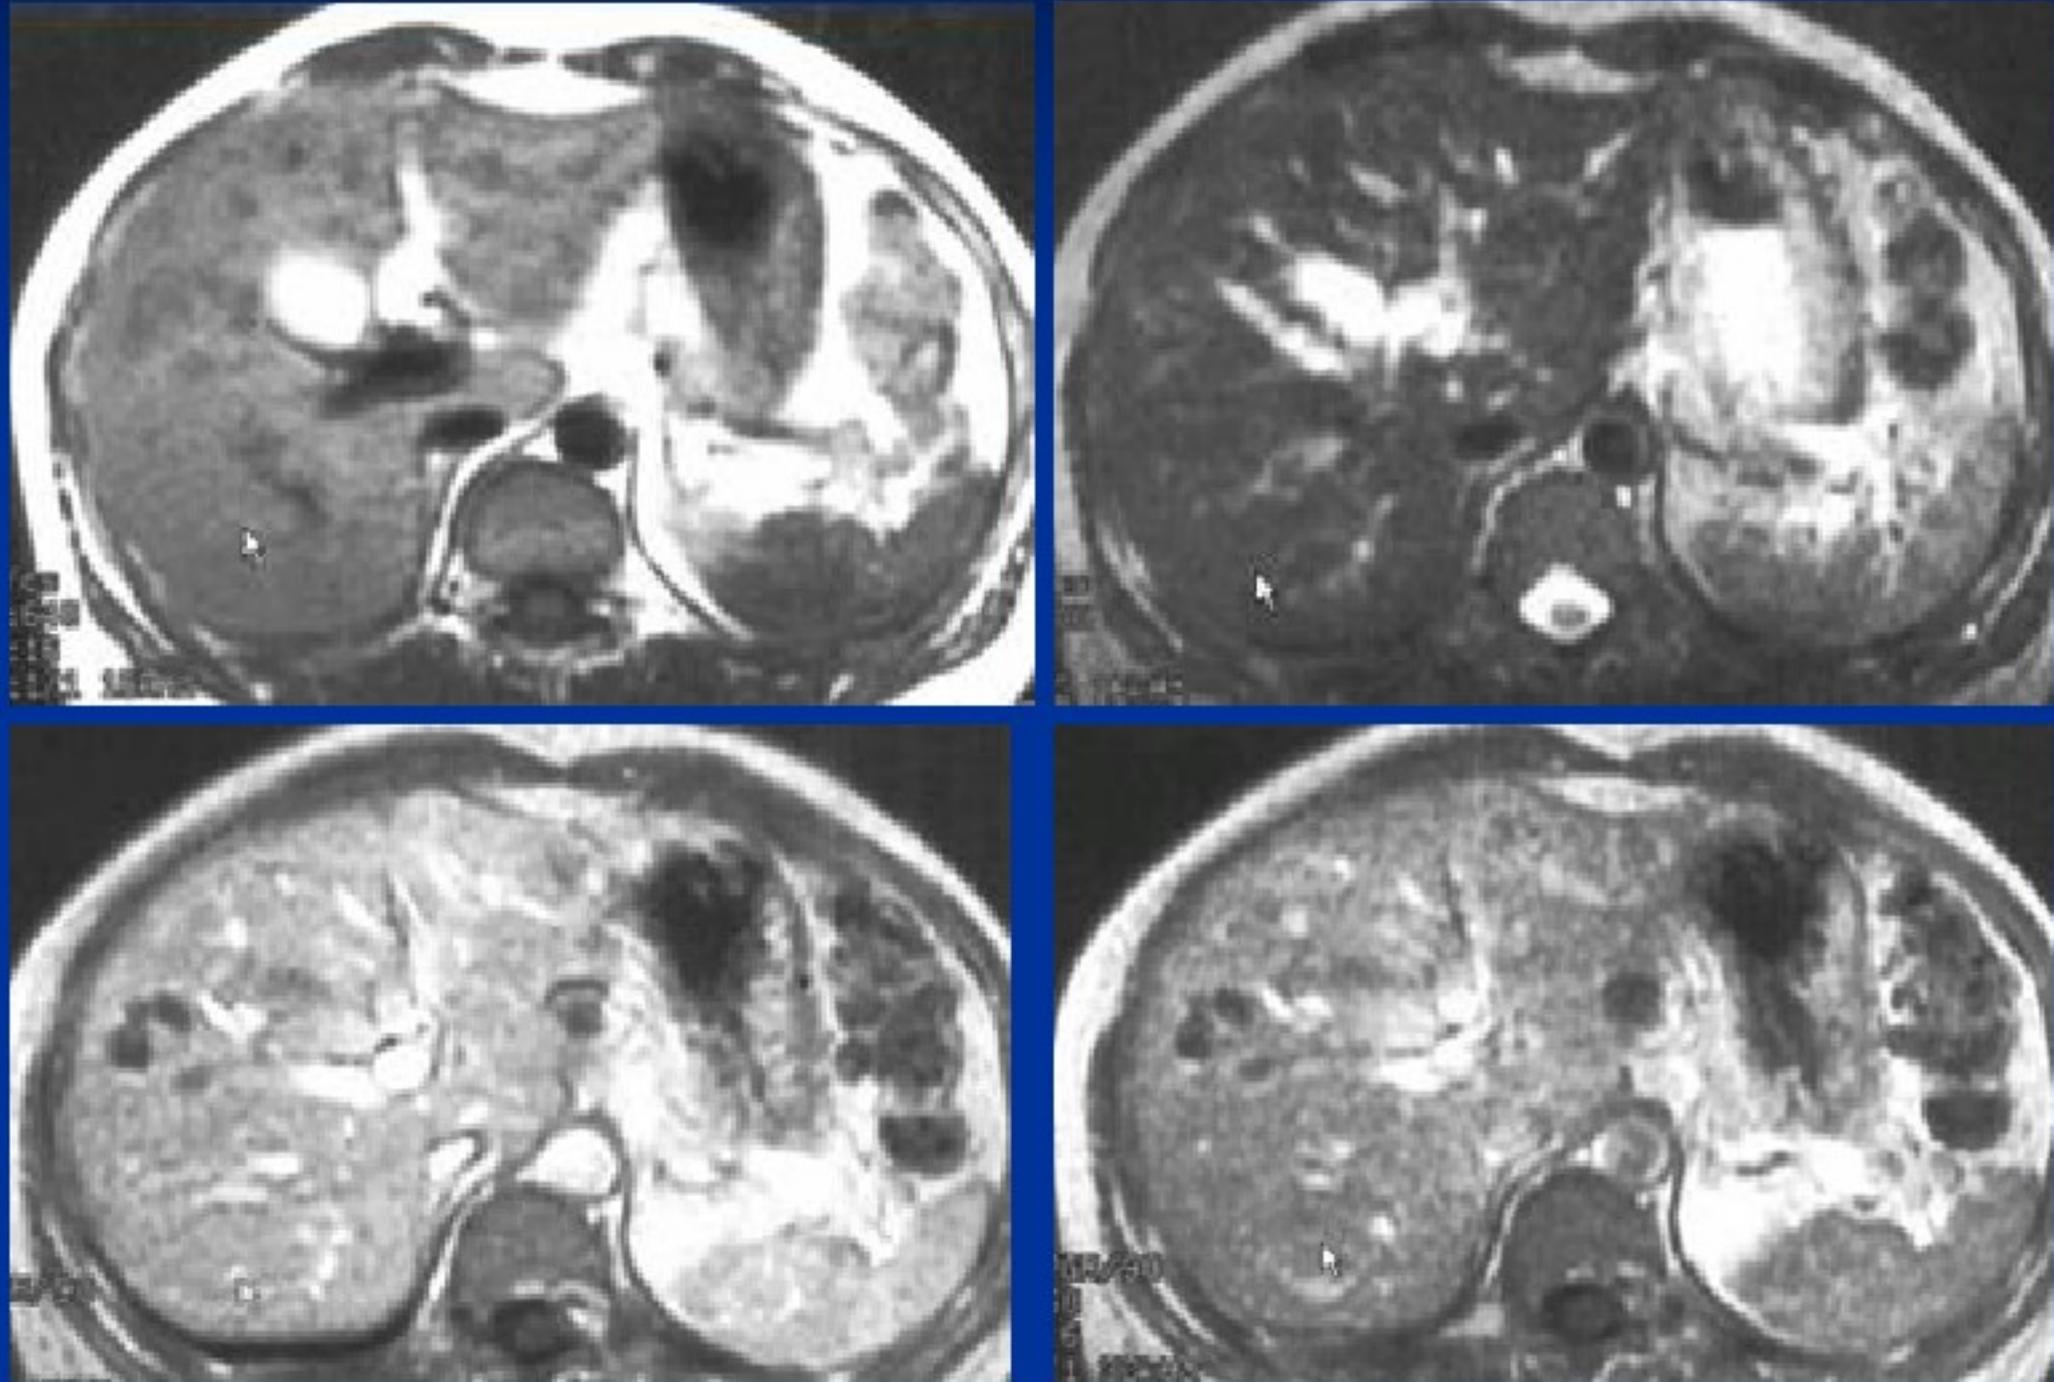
MR T1W1 成像：病灶为略低信号，边界不清；图2：T2 W1成像：病灶等密度信号；图3 MRI动态增强门脉期：病灶边缘强化；图4：延迟期扫描：病灶边缘强化更明显
